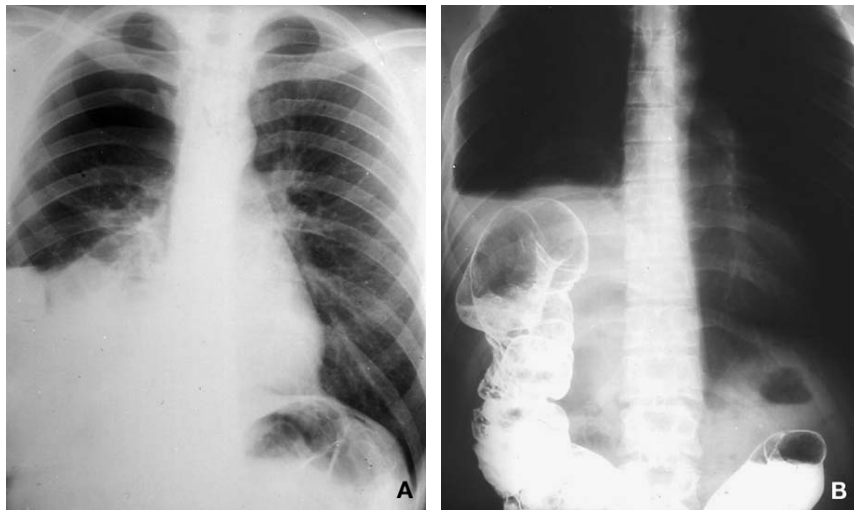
Radiografía de pulmón: elevación de la base pulmonar derecha (A). Opacificación cólica que confirma la ruptura de la cúpula derecha (B).
